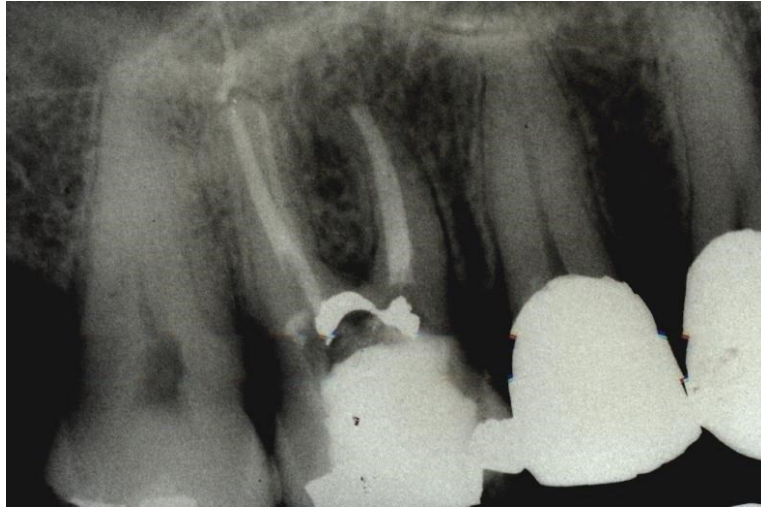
Radiografía de control (1989)
